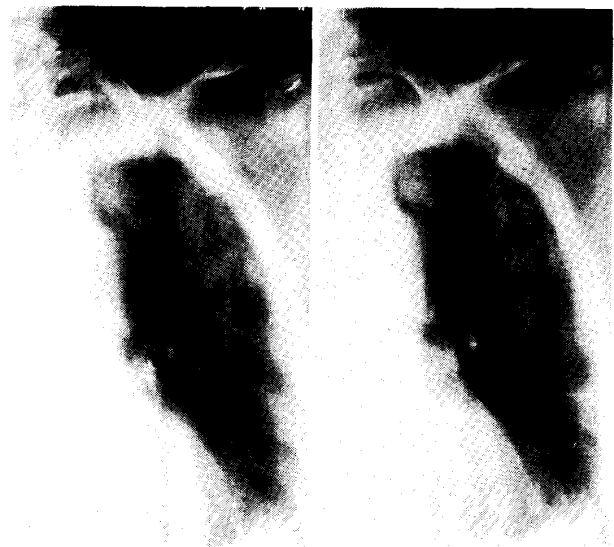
Case 1; Tomography revealing faint intrapulmonary shadow yet (May 3, '70).
